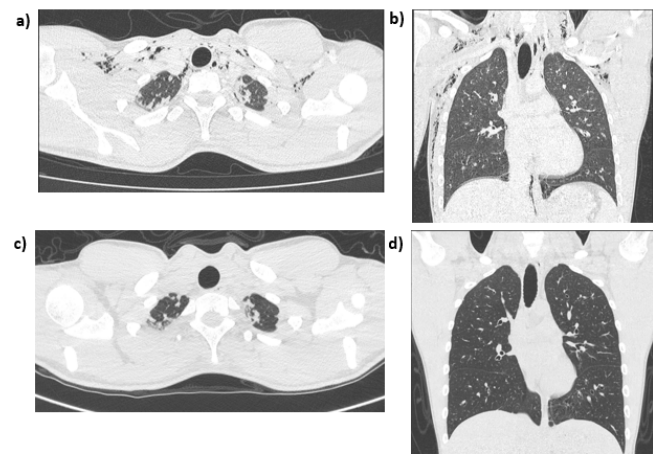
TC tórax referente ao caso clínico 1. À admissão hospitalar – a) e b); À data de alta – c) e d).
